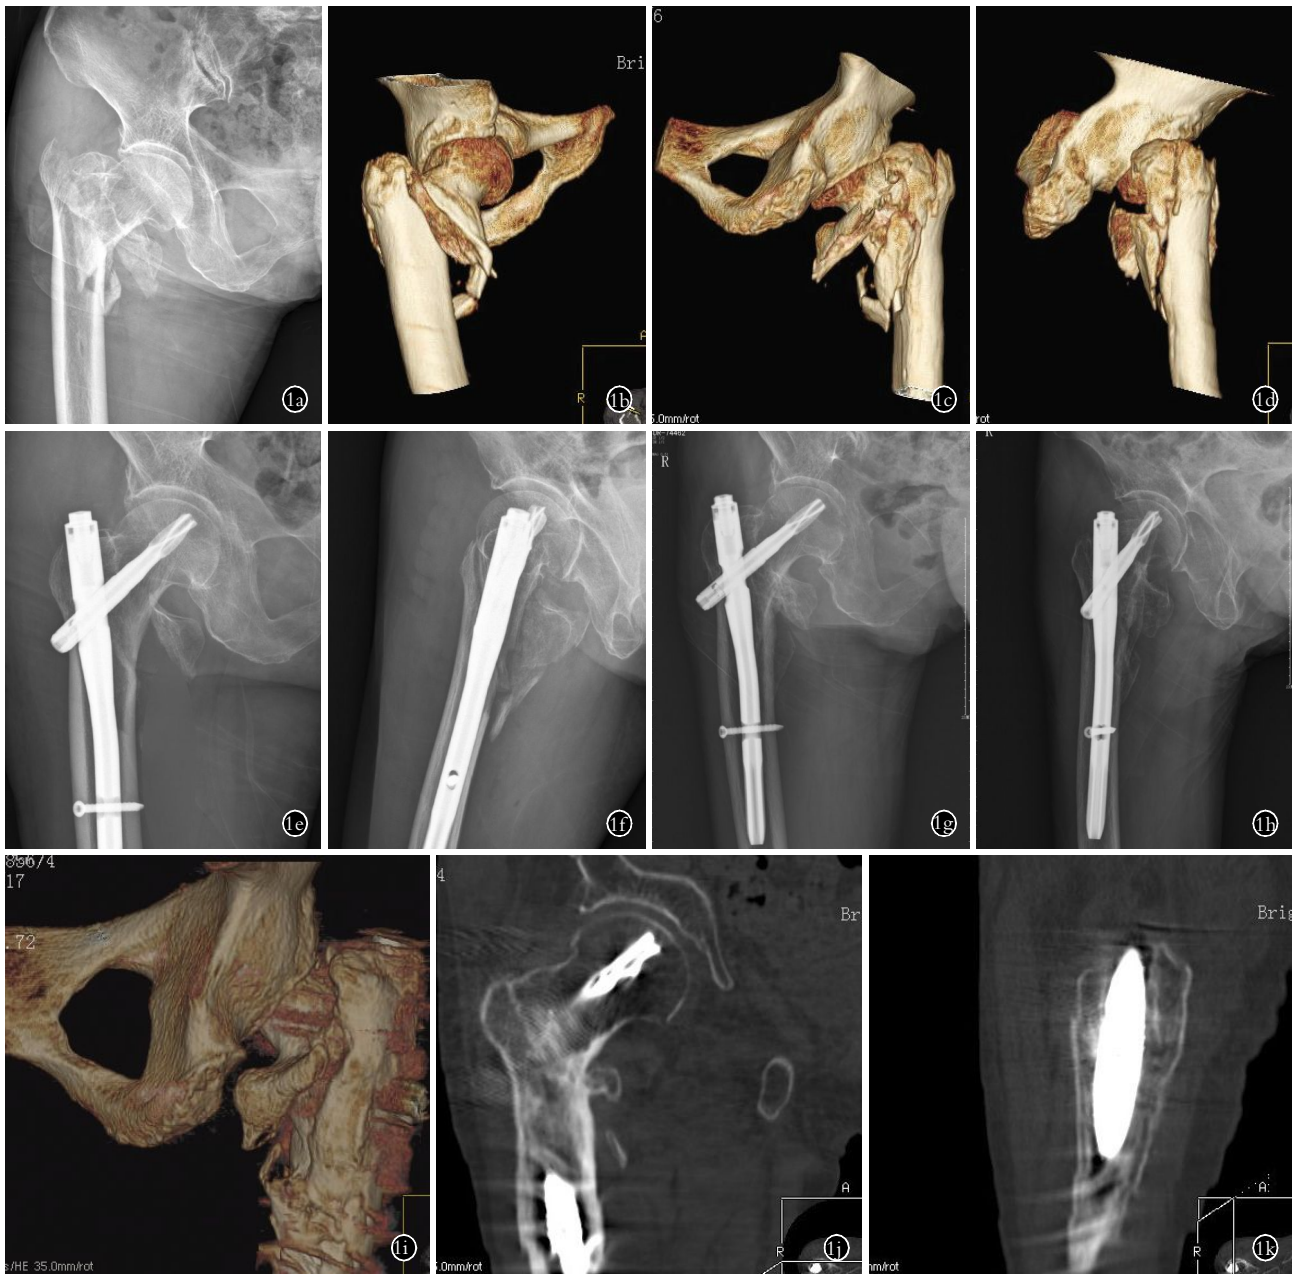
患者,女,84 岁,伴有后方冠状面骨折的 A2.3 型右股骨转子间骨折 1a。术前 X 线片示 A2.3 型右股骨转子间骨折 1b,1c,1d。术前髋关节 CT 三维重建前方、后方、侧方示伴有后方冠状面骨折的 A2.3 型右股骨转子间骨折 1e,1f。术后右髋正侧位 X 线片示骨折复位固定良好 1g,1h。术后 9 个月右髋正侧位 X 线片示骨折愈合良好,内固定无松动、切割 1i,1j,1k。术后 9 个月 CT 三维重建、冠状位及矢状位 CT 扫描示骨折愈合良好,后方冠状面骨折已完全愈合
